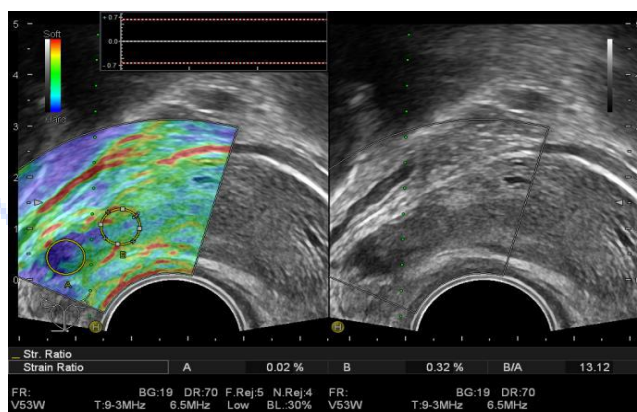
ТРУЗИ в режиме серой шкалы и компрессионной ЭГ. Гипоэхогенный неоднородный узел с размытыми контурами в режиме серой шкалы (справа), при ЭГ окрашивается синим цветом (уплотнение в 13 раз).
